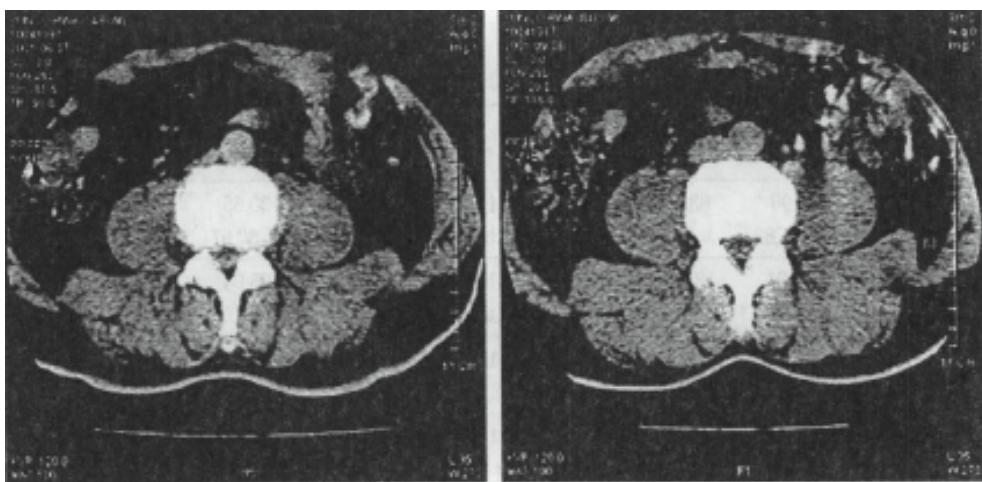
운동 전과 후의 L4-5 수준의 척추기립근 CT단면적
